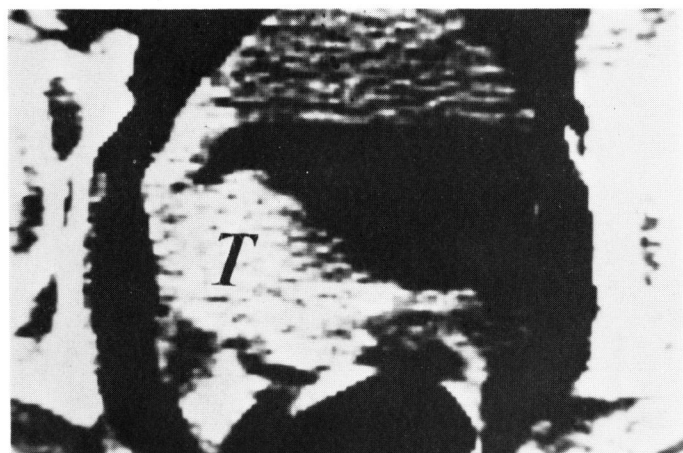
c. 同症例のウインドウ幅40の拡大CT像. 腫瘍 (T).
